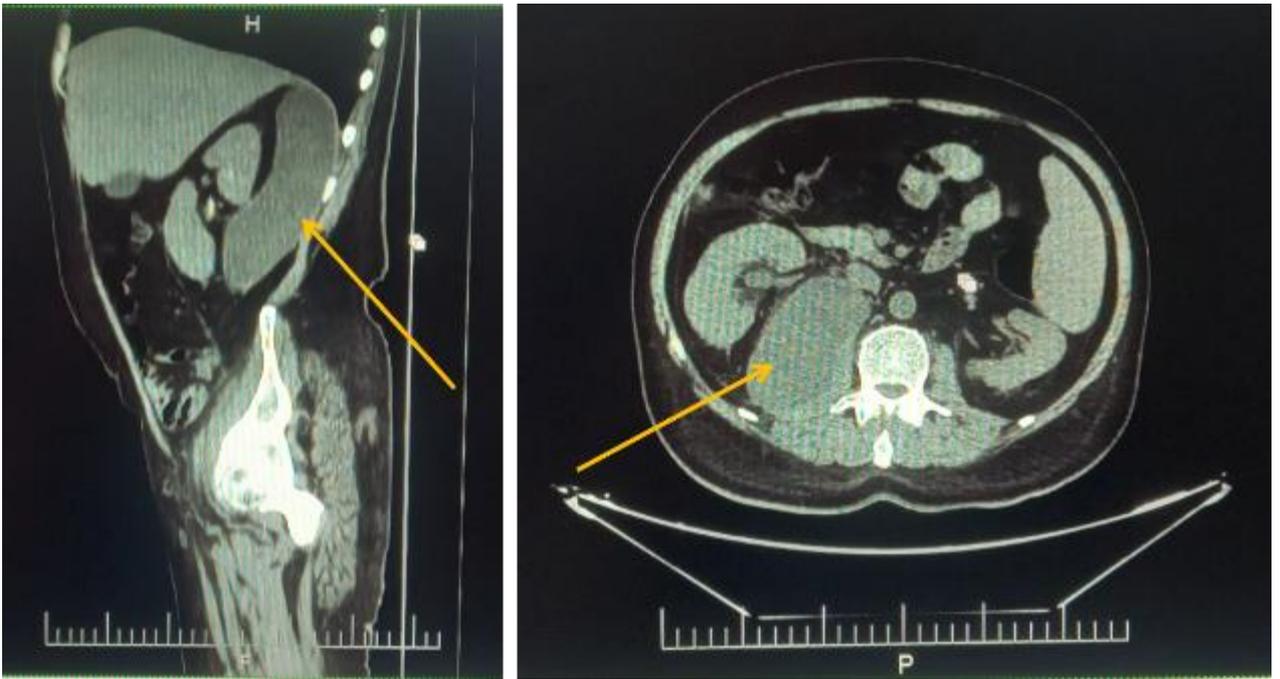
МСКТ – картина забрюшинного пространства (имеется полостное образование в забрюшинном пространстве справа).
